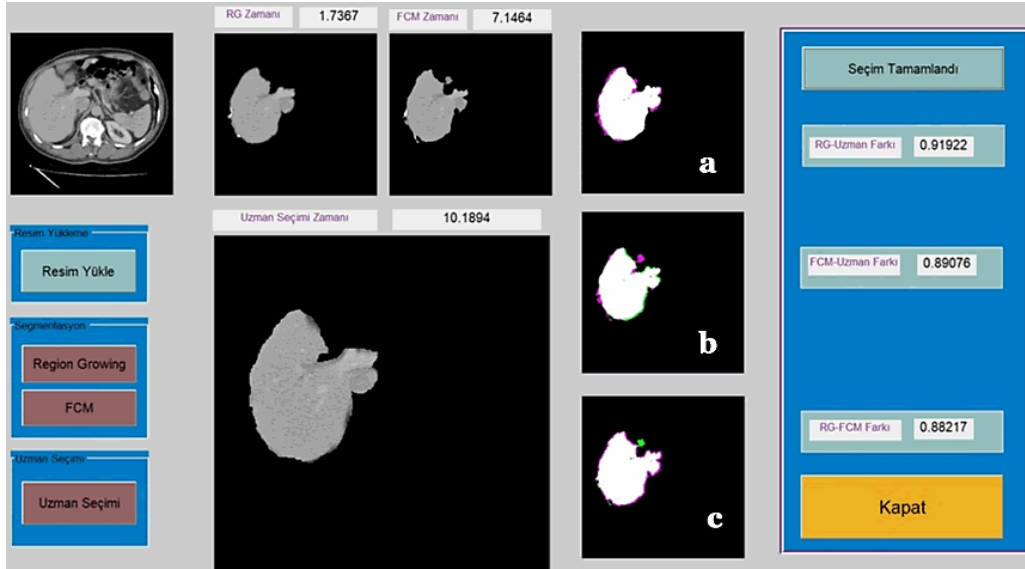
BT görüntüleri üzerinde Uzman-FCM-RG bölütleme sonuçlarının karşılaştırılması
